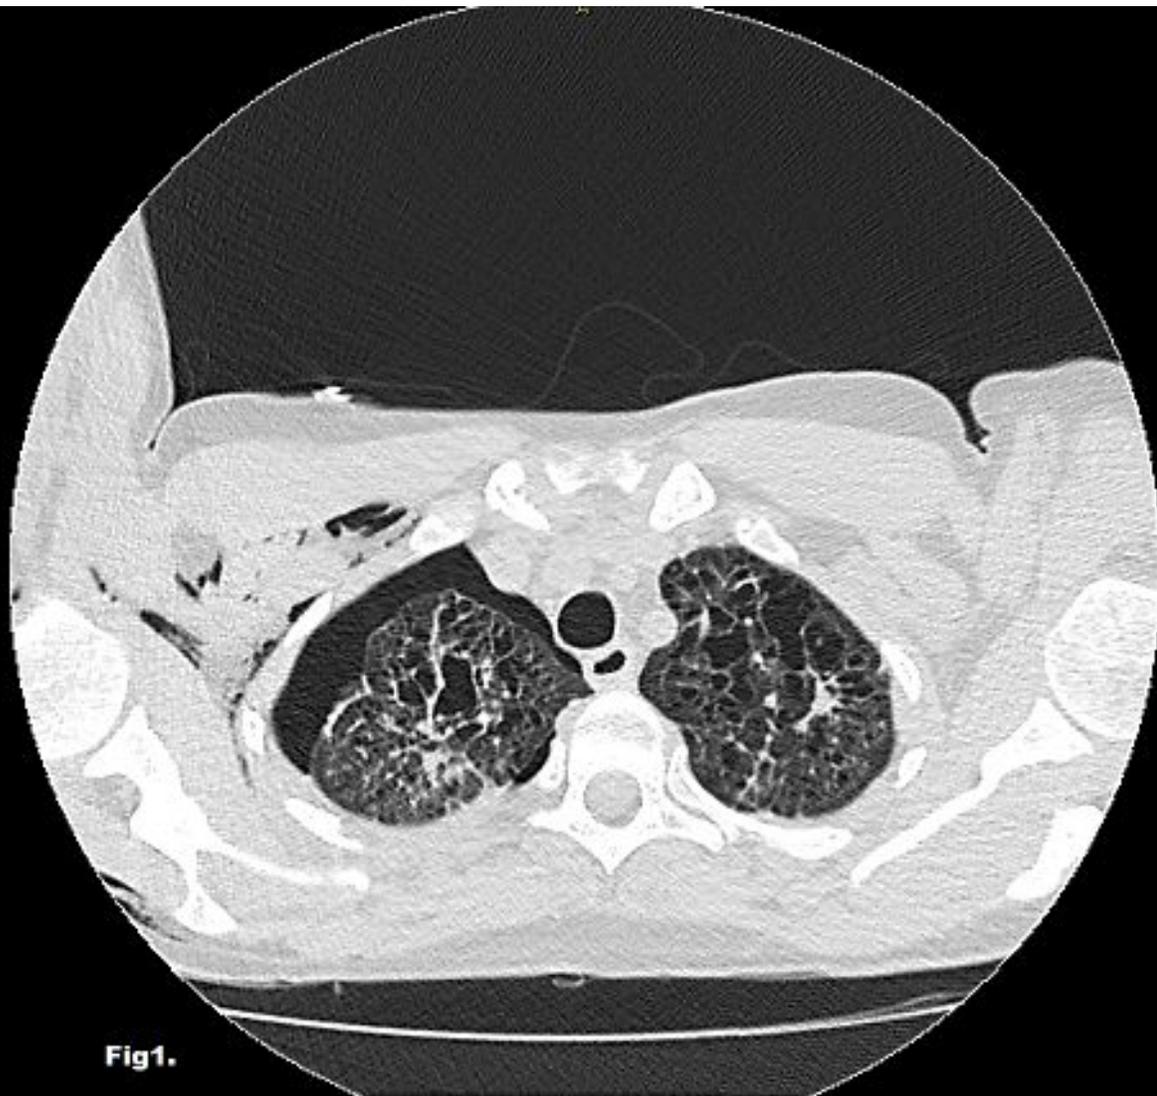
TC de tórax, corte axial con neumotórax derecho, quistes bilaterales, de morfología irregular y diversos tamaños, confluentes. Así como enfisema del tejido celular subcutáneo adyacente al tubo de drenaje pleural.
